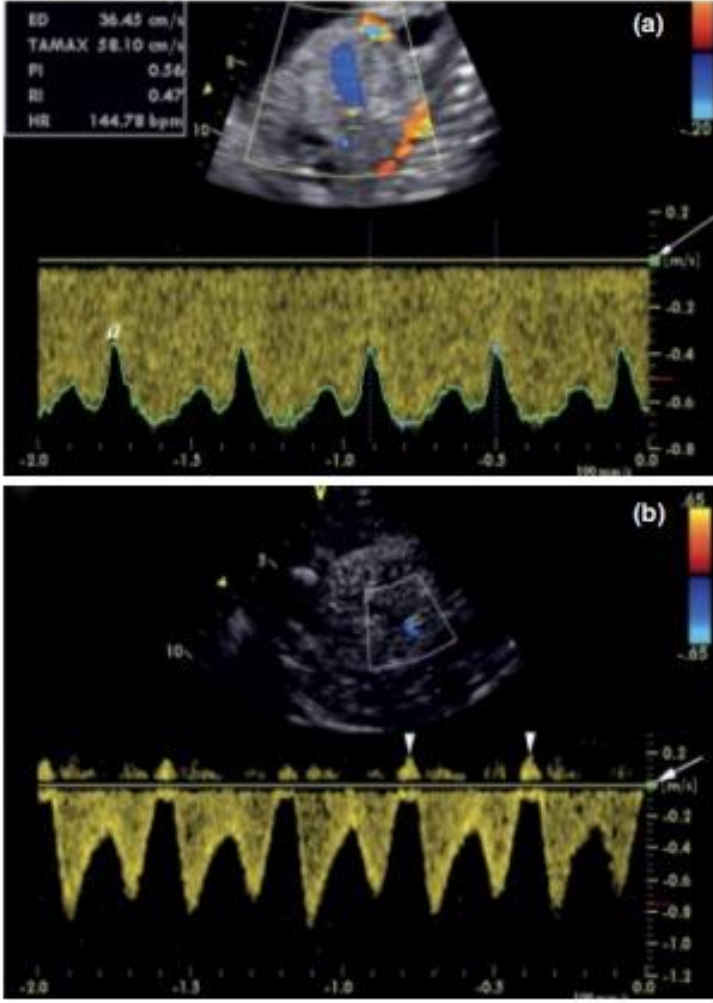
Büyüme kısıtlı fetüste fetal Doppler anormalliklerinin görünen zamansal dizisi
